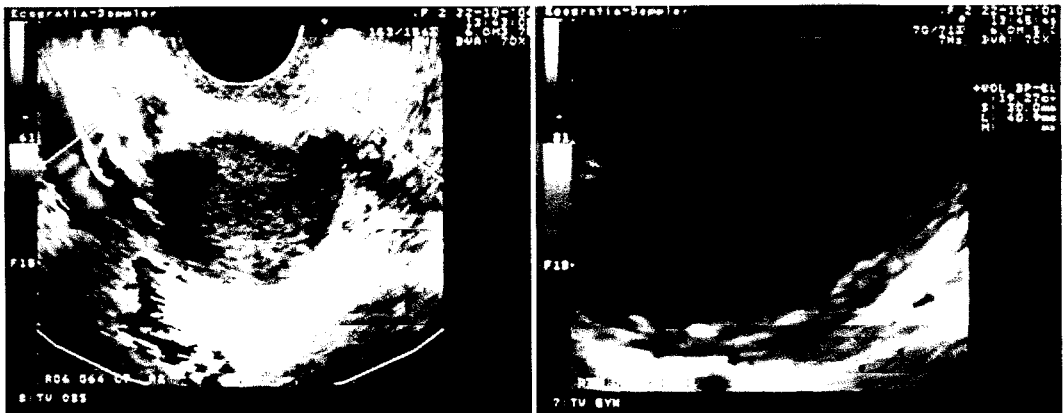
Imagens de ultrasonografia transvaginal com técnica de power Doppler. A parede do endometrioma caracteriza-se por apresentar escassos pontos de cor, traduzindo uma baixa vascularização. Na imagem da direita, para além da escassez de pontos de cor, são evidentes os focos hiperecogénicos da parede.
